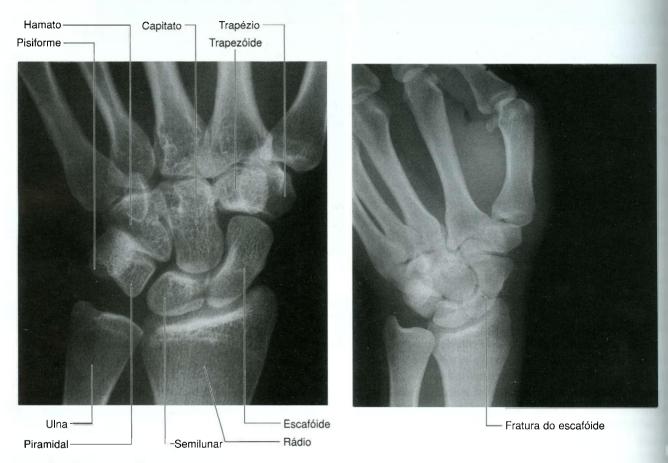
Radiografias do pulso (vista póstero-anterior). A. Normal. B. Fratura do escafóide.
